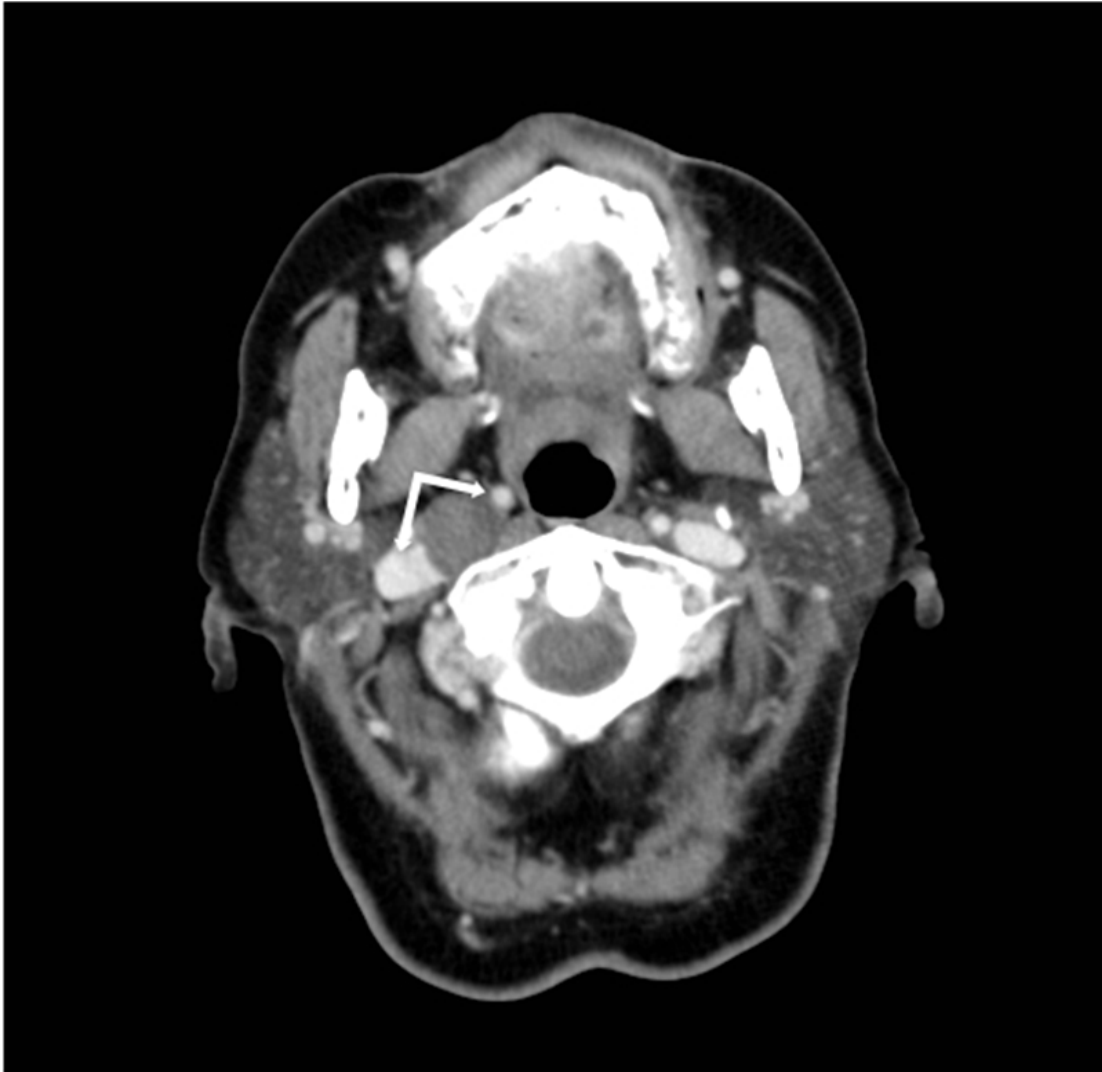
Schwannoma vagal derecho. TC con contraste. Las flechas señalan la separación entre carótida interna y yugular interna.
